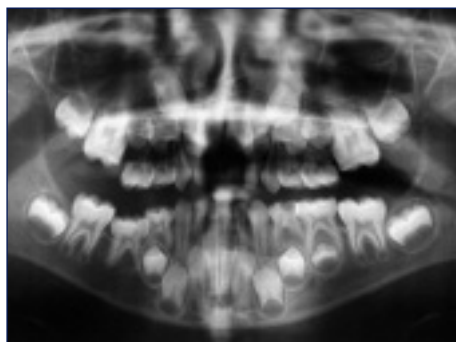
Ortopantomografia de uma criança de 6 anos de idade que mostra a relação entre a dentição decídua e os germens da dentição permanente (de referir anquilose do dente 8.5 e possível agenesia do dente 4.5).
